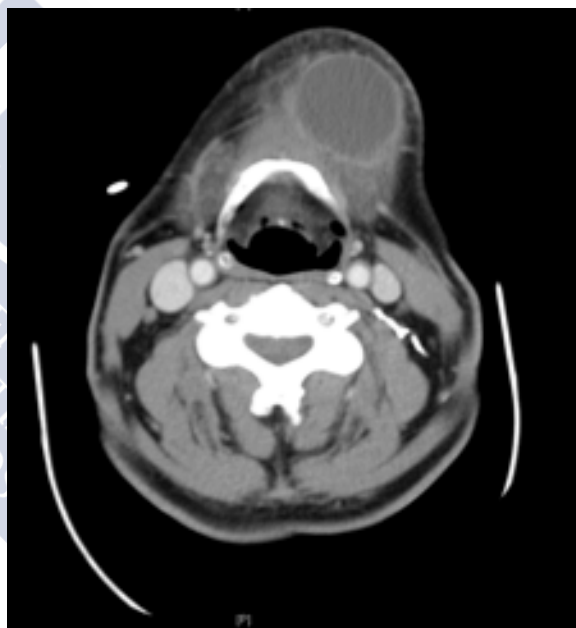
TC: metástasis cervical de CEO
